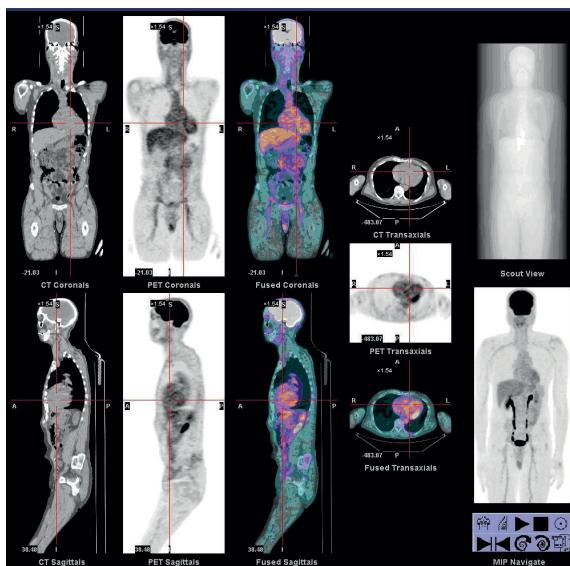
Imágenes de CT y PET de cuerpo entero, reconstruidas en cortes sagitales, e imágenes PET-CT fusionadas.
